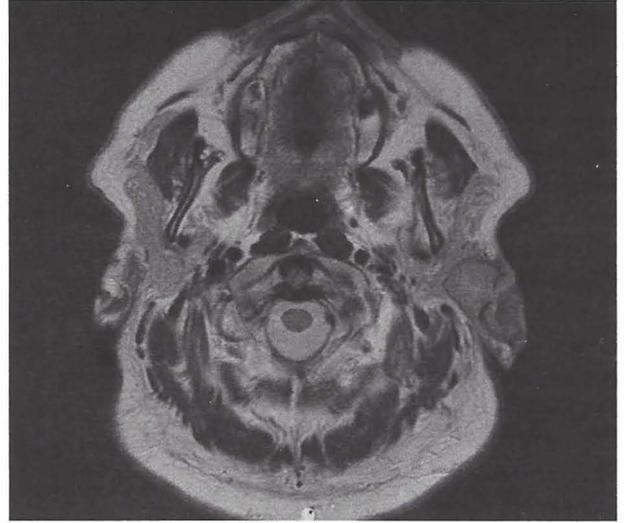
RM corte axial.
